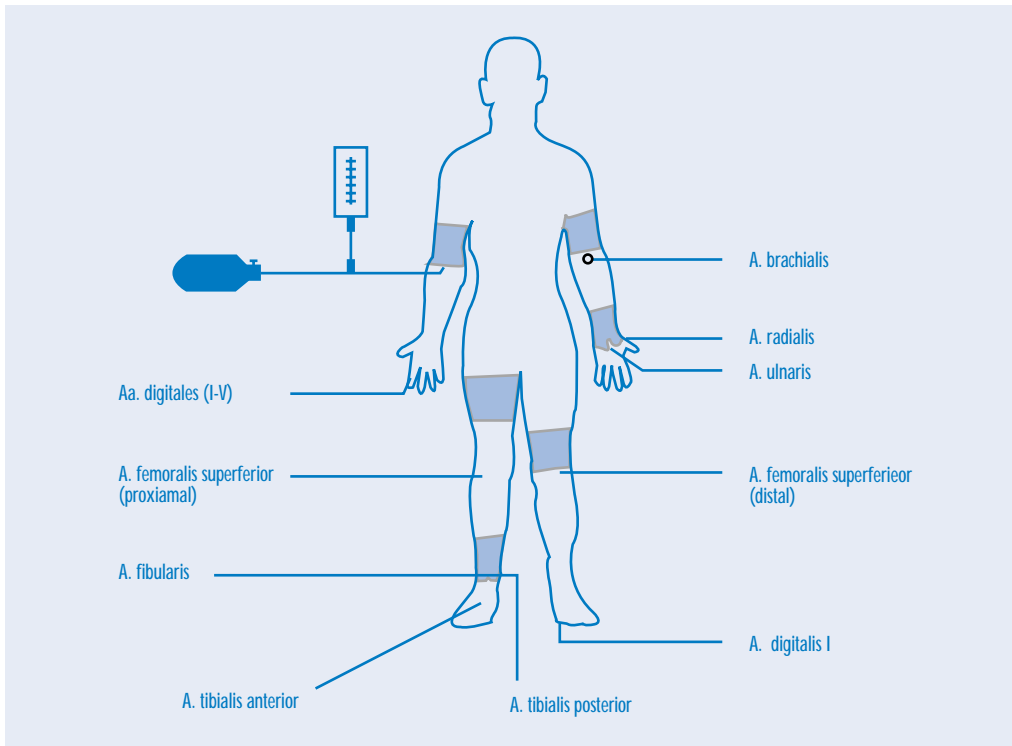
Doppler-Druckmessungen im Extremitätenbereich
